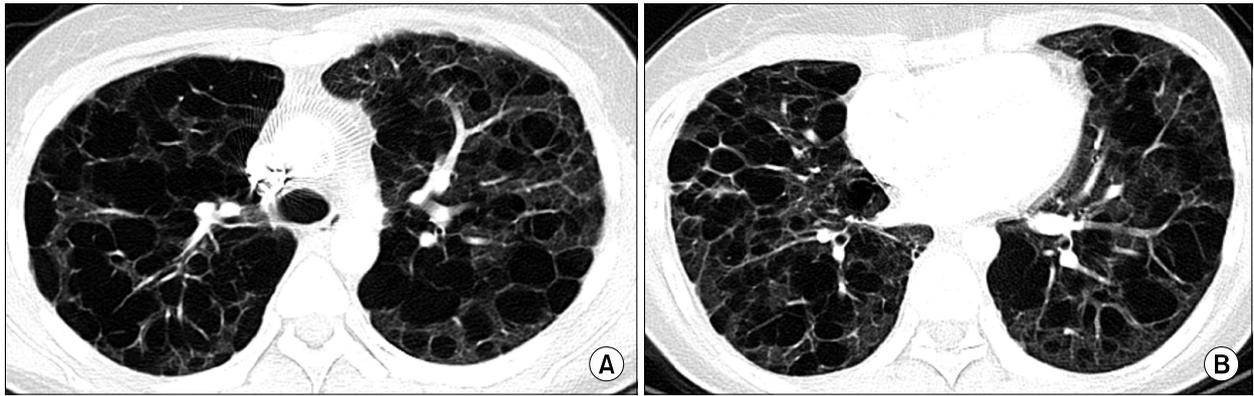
After 4th cycle chemotherapy, volumetric CT images at the level of the carina (A) and right inferior pulmonary vein (B) demonstrate multiple thin-walled cysts that are enlarged in the interim.
